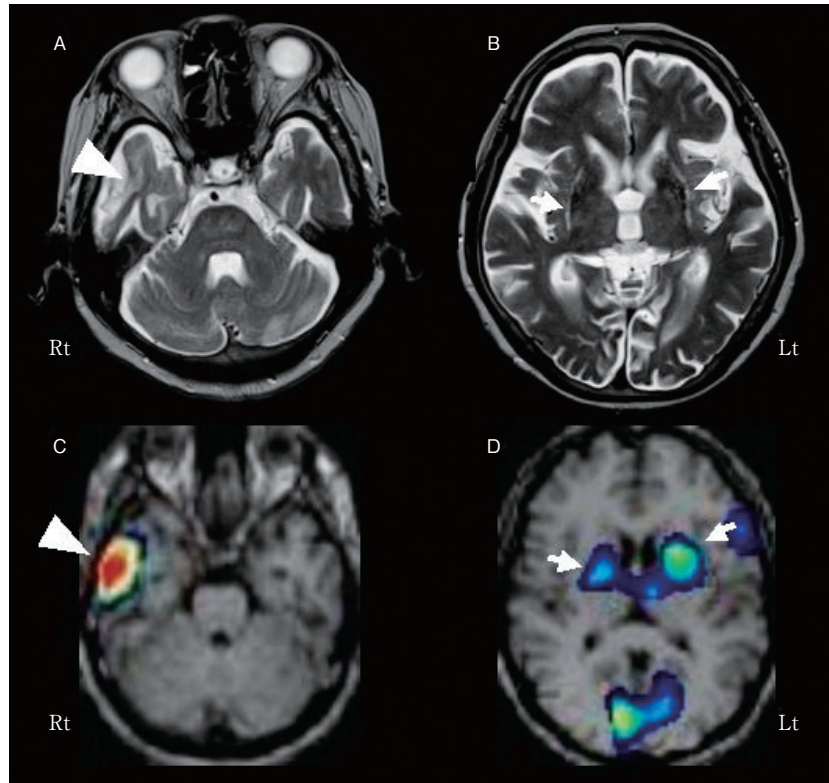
A and B: Brain MRI T₂-weighted imaging (axial view: T₂ TR/TE=4,000/128) revealed marked atrophy in the right temporal lobe (arrow head). MRI T₂-weighted imaging showed low signal intensity in both putamina and a linear high-signal-intensity area on their outsides (arrows). C and D: SPECT using eZIS disclosed a reduced blood flow at the site of atrophy detected by MRI in the temporal lobe (arrow head). A reduced blood flow was seen in both corpora striata (arrows).
